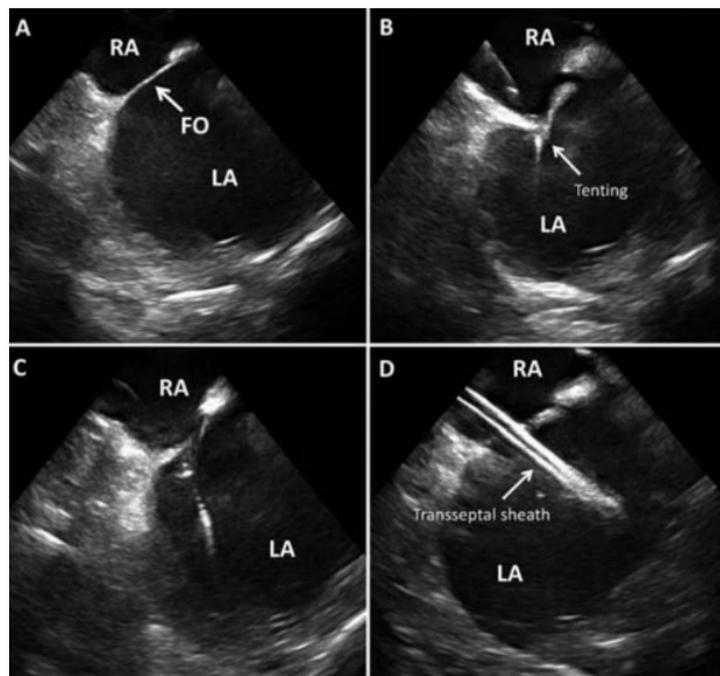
puntura del setto interatriale guidato da ecocardiografia intracardiaca; RA= right atrium; LA= left atrium; FO= fossa ovale; (Barry O'Brien et al. "Transseptal puncture — Review of anatomy, techniques, complications and challenges"; 2017)
